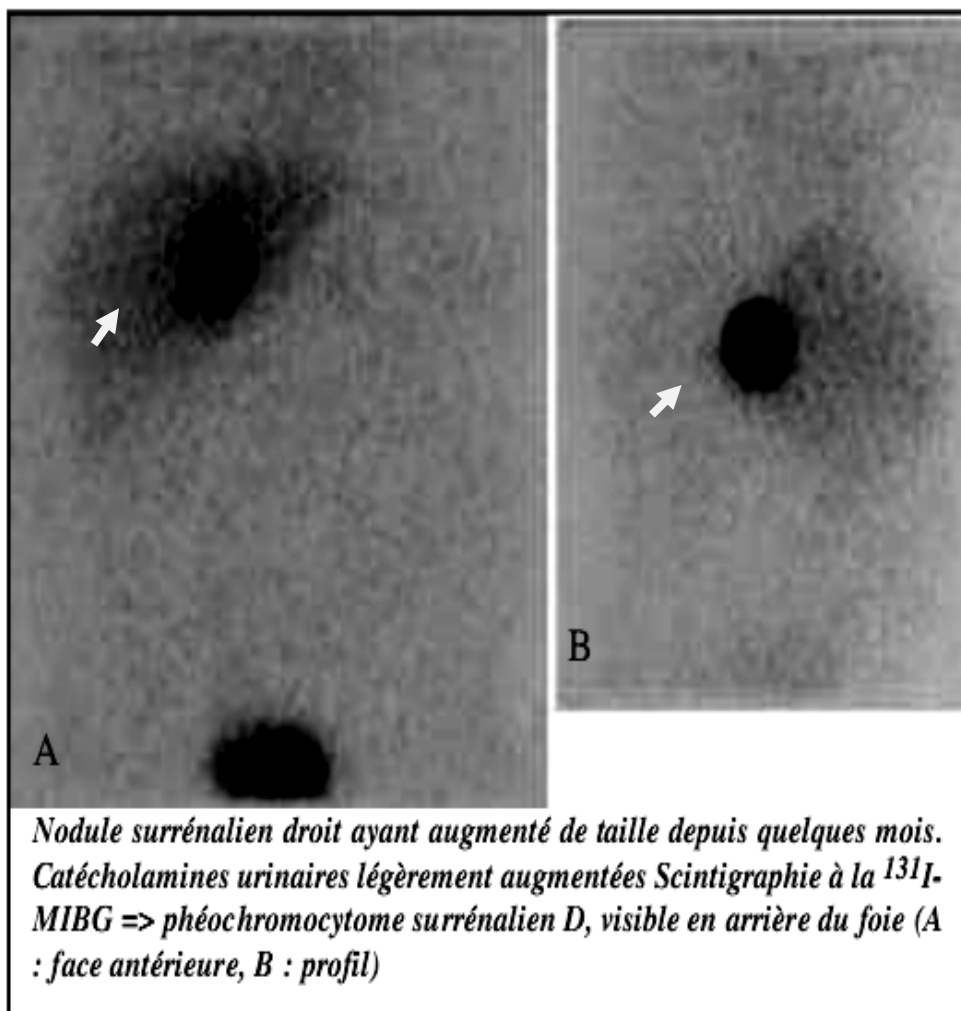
phéochromocytome à la scintigraphie à la MIBG [35]
